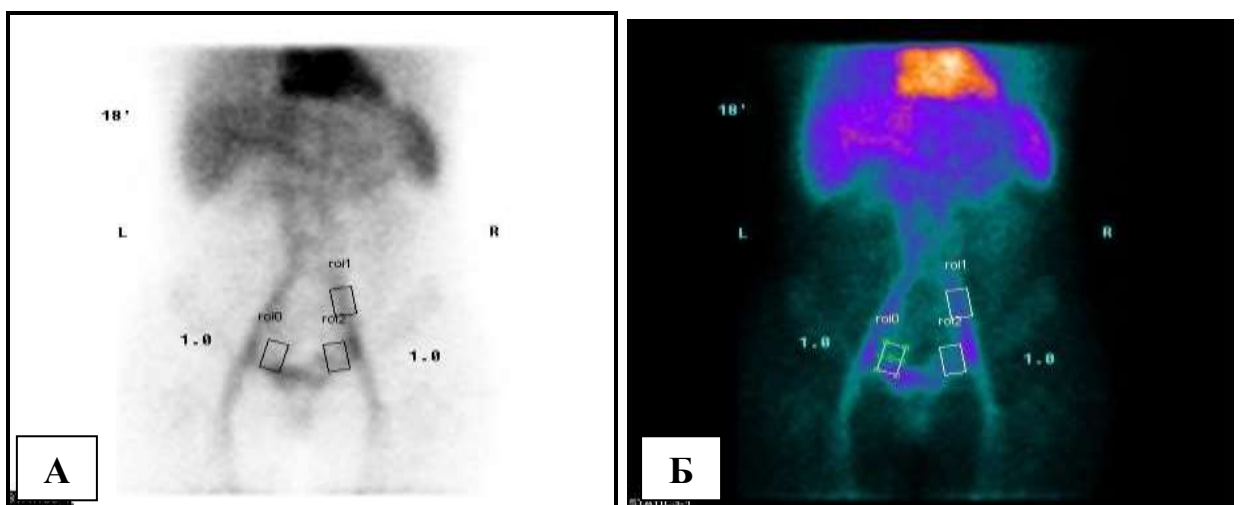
Радионуклидная томограмма пациентки со II степенью ТВП: коэффициент ТВП справа = 1,0, коэффициент ТВП слева = 1,0.
